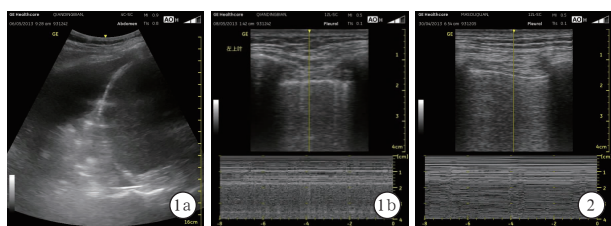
56 岁男性患者床边超声显示,发病 2 周左右有明显胸腔积液和被压缩的肺叶影(a);双侧胸腔积液引流后,显示正常胸膜滑动及正常 M 超“海岸征”或“沙滩征”(b) 图 2 72 岁男性患者床边超声显示,发病 4 周末气胸后胸膜滑动征消失, M 超提示“平流征”或“条码征”
